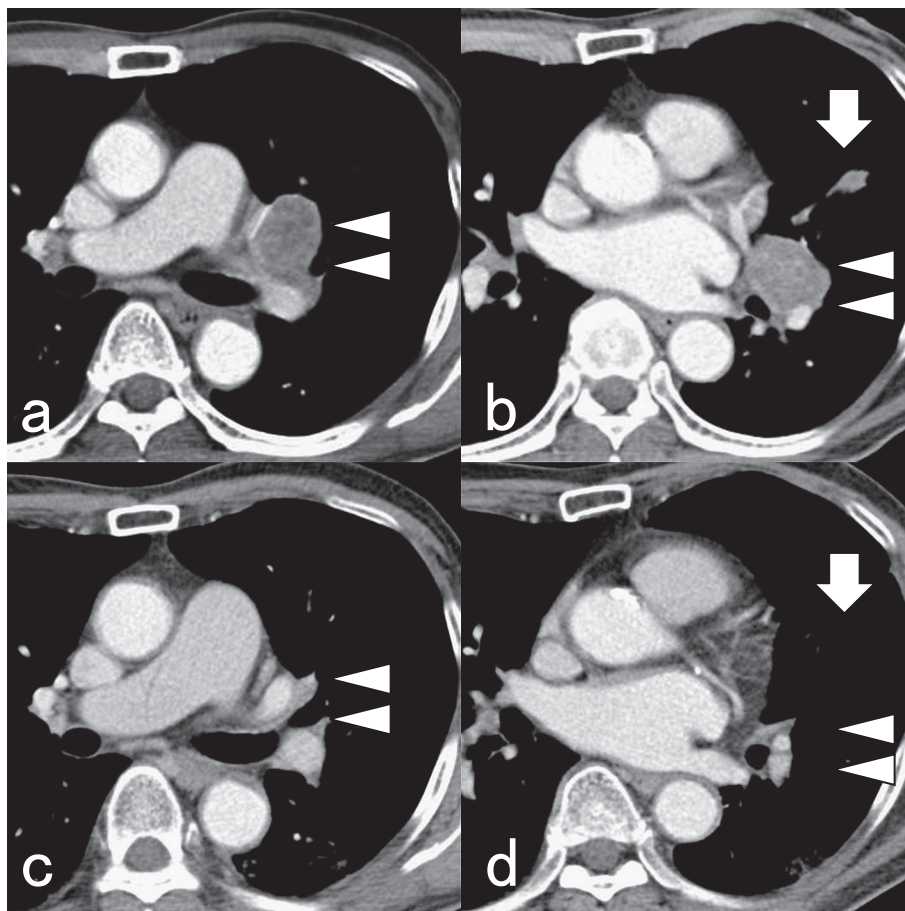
Changes in CT findings.
